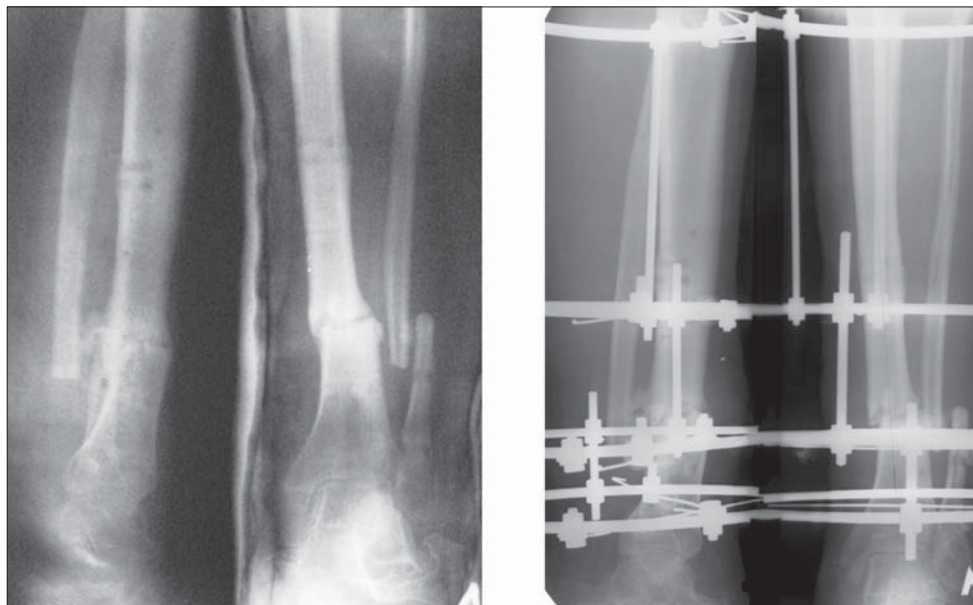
Рентгенограмма больного П.: а — до операции; б — после операции.
